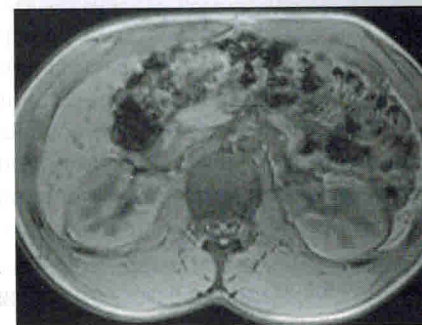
МРТ, T1-ВИ. Трансверсальный срез на уровне почечных артерий.
